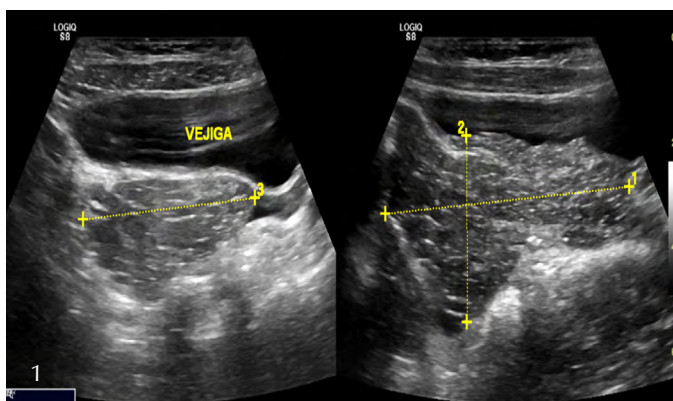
Caso 1. Ecografía en modo B.
